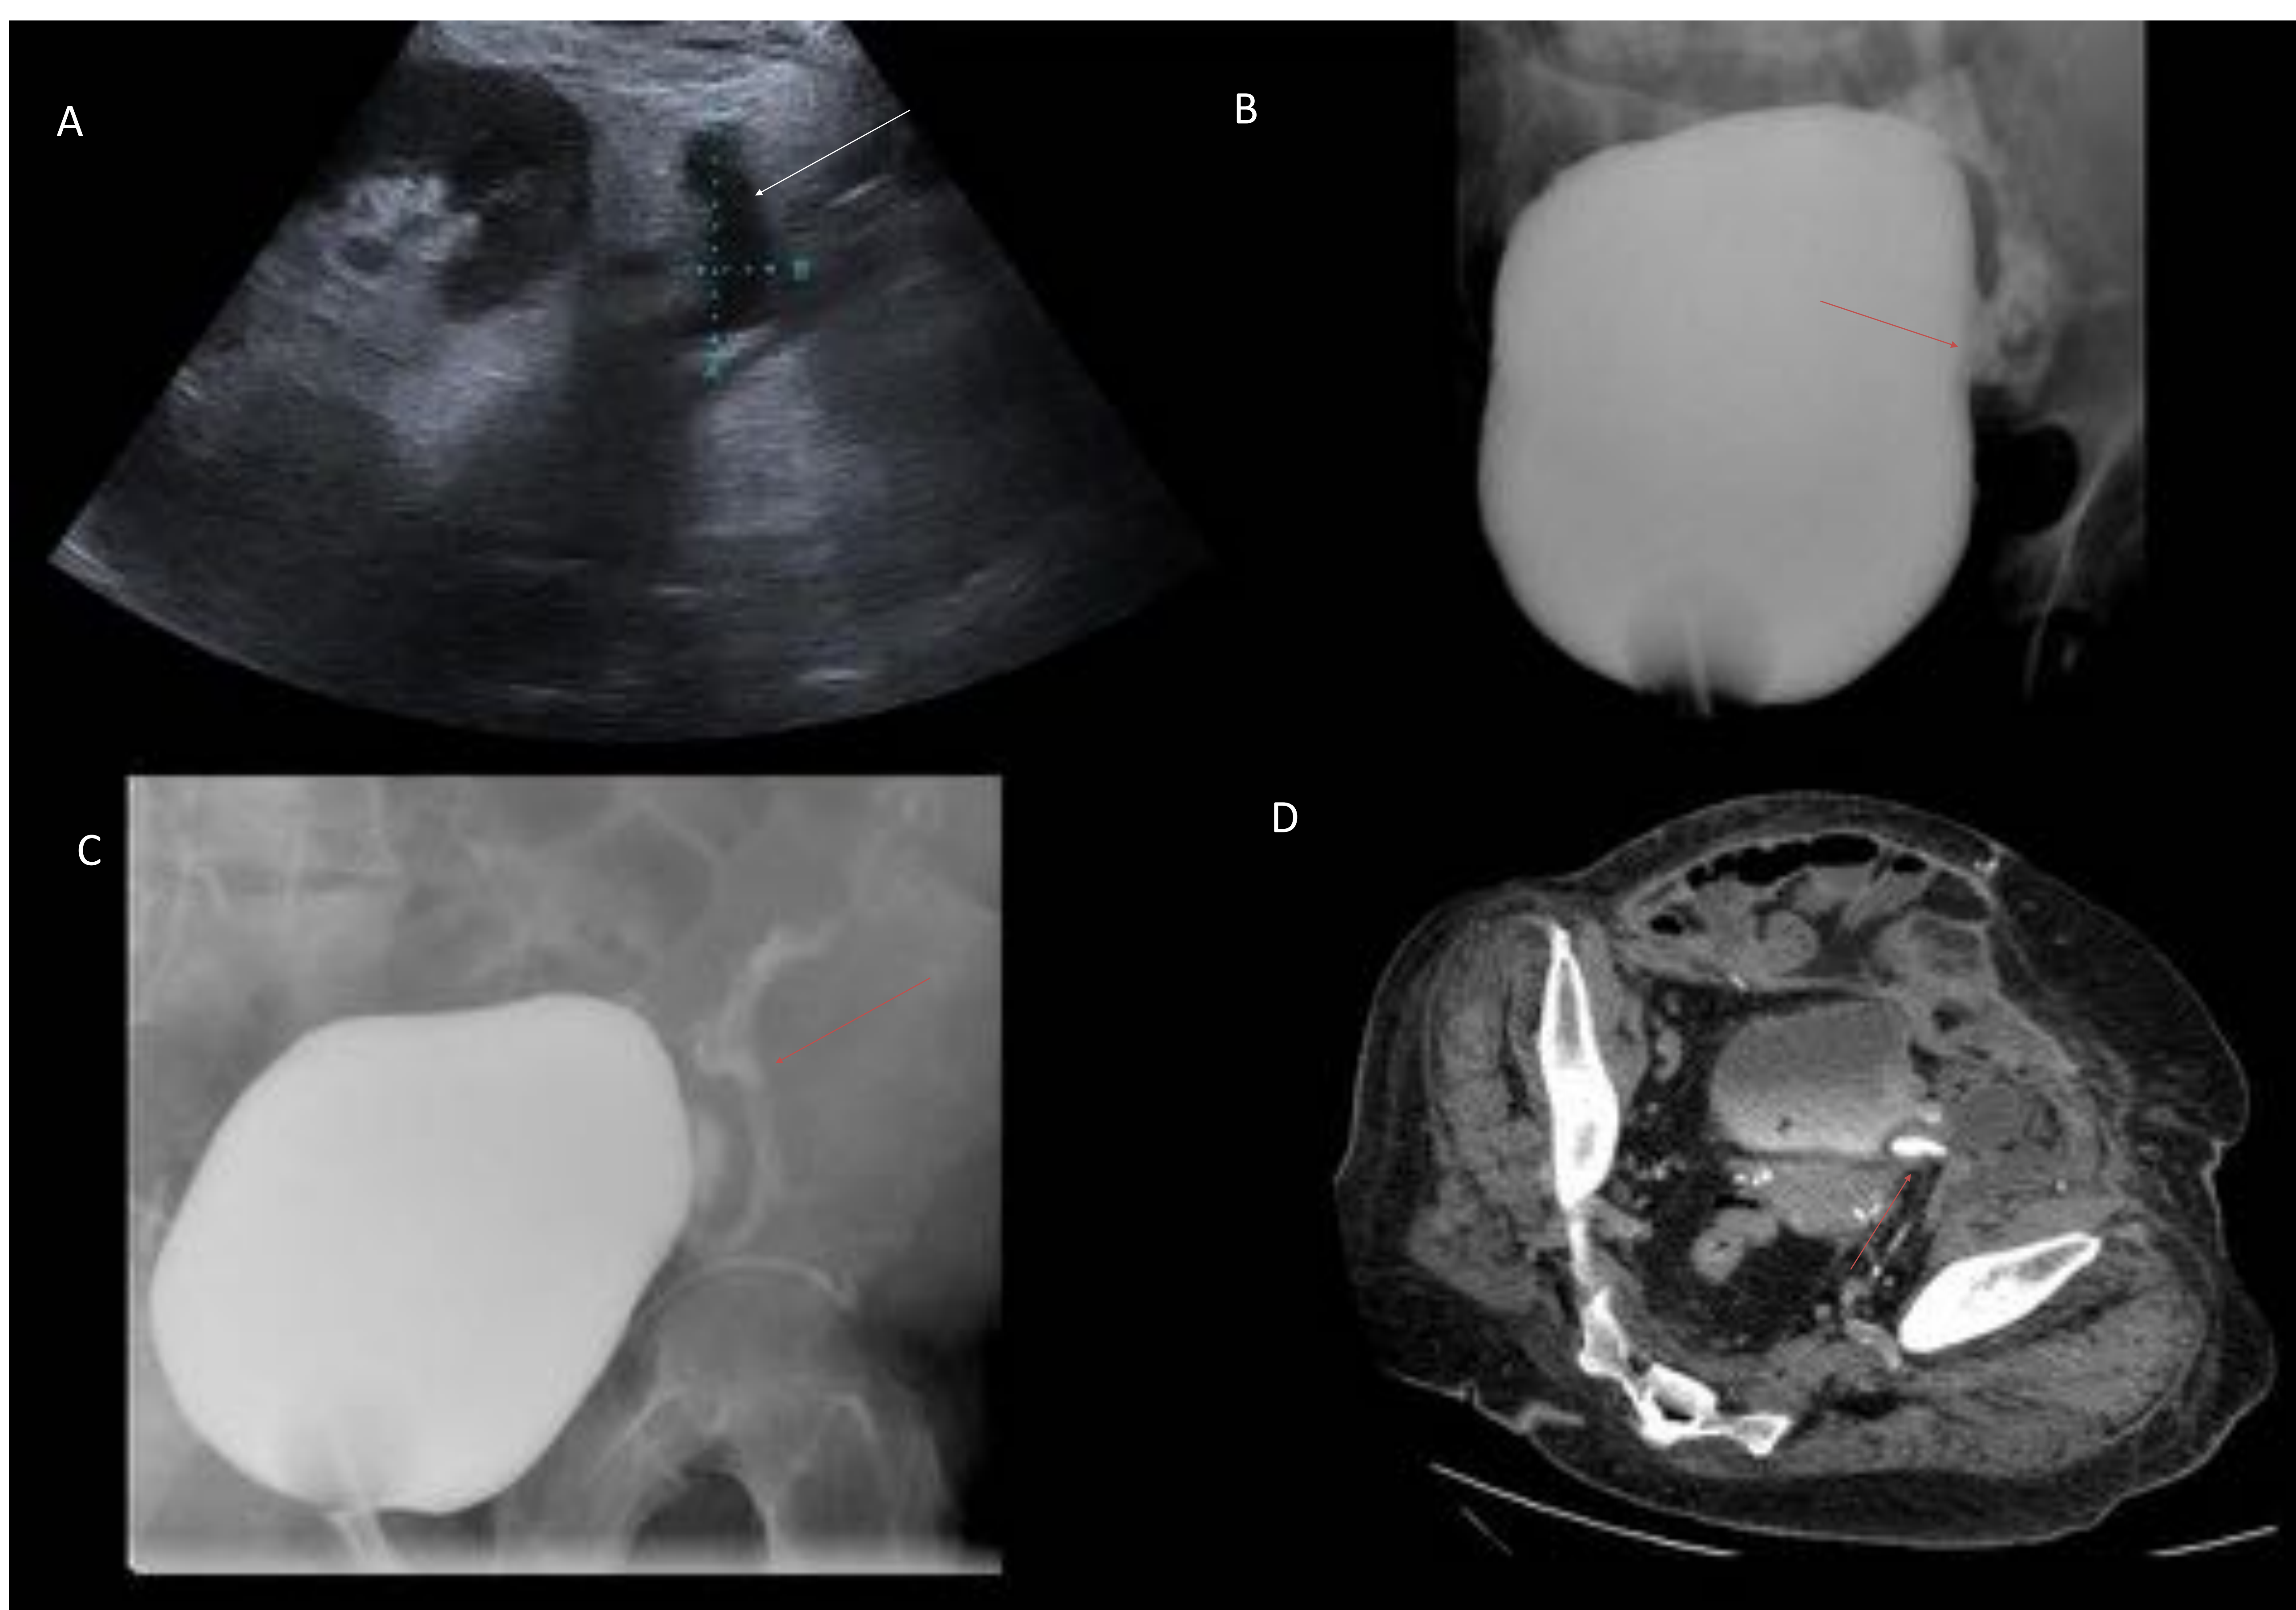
Urinoma. La ecografía (imagen A), muestra una pequeña colección hipocogénica (flecha blanca) adyacente al injerto. La paciente presentaba clínica infecciosa, por lo que se realizó una CUMS (imágenes B y C), que presentaba extravasación de contraste a través de un defecto de la pared vesical lateral izquierda (flechas rojas). La uroTC mostraba relleno de la colección a través del defecto (Imagen D, flecha roja).
